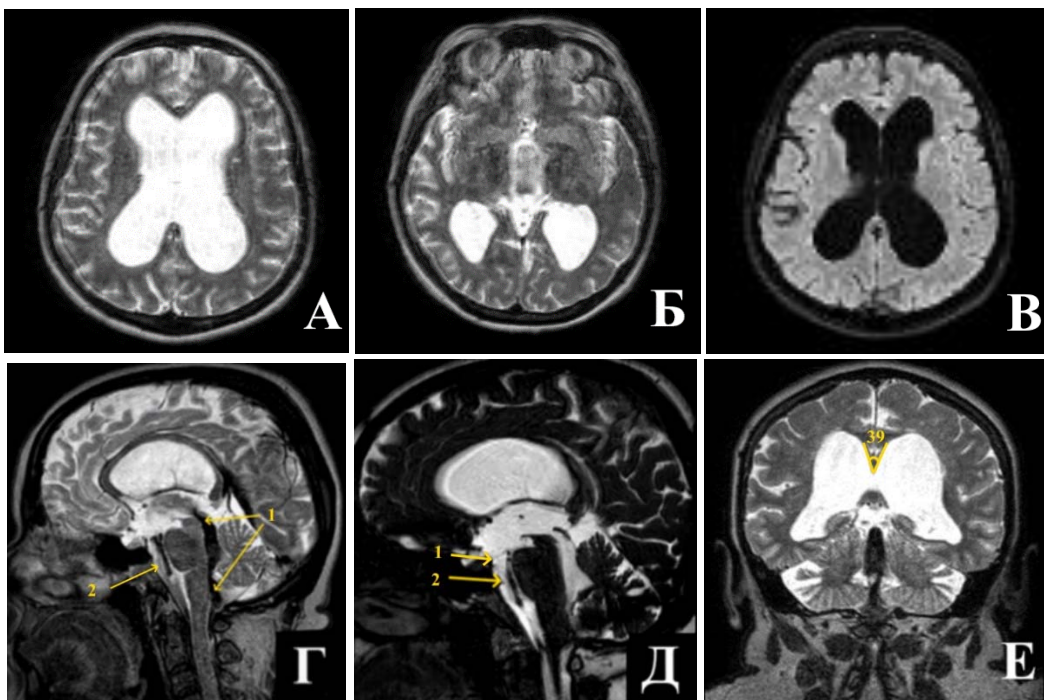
МРТ головного мозга пациента с ГЗ перед операцией. А – Б - расширение боковых, III и IV желудочков мозга, САП-К прослеживаются. В - изменения перивентрикулярного сигнала в режиме FLAIR не определяется. Г - увеличение размеров БЗЦ, о проходимости водопровода мозга и на уровне выхода из IV желудочка свидетельствуют артефакты от пульсации ликвора (1), такого артефакта вдоль вентральной поверхности ствола нет (2). Д - при цистернографии визуализируется расширение водопровода мозга, ВД ПММ свидетельствует о наличии градиента давления между III желудочком и цистернами основания ЗЧЯ (1), определяются дополнительные мембраны между ОА и поверхностью ската (2). Е – угол мозолистого тела на уровне задней спайки менее 90 градусов
